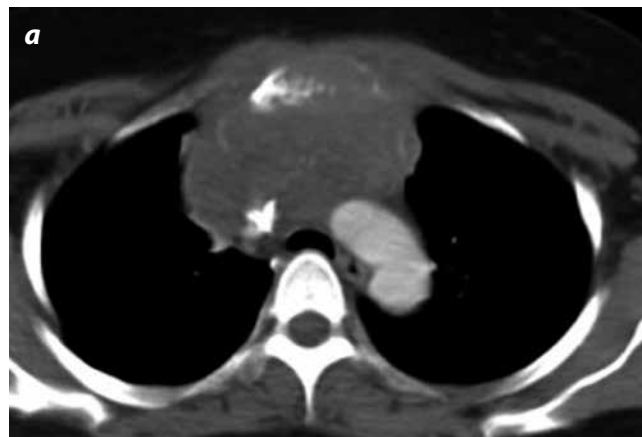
a y b) TC de tórax con medio de contraste endovenoso en ventana de tejidos blandos, c) ósea. Masa de contornos lobulados con densidad de tejidos blandos y escaso realce del medio de contraste, está localizada en el mediastino anterior y produce efecto compresivo sobre la vena cava superior, disminución en el diámetro AP de la tráquea e infiltra al esternón y la pared torácica.
